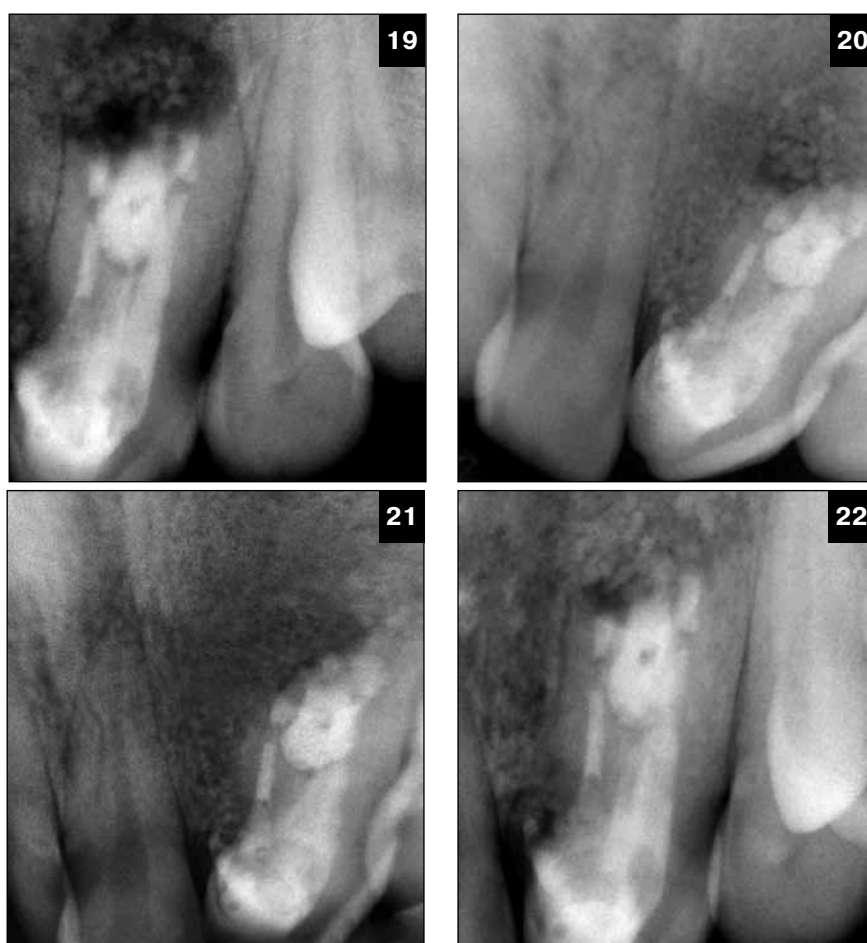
Прицельная рентгенография в первые сутки (19), через 2 месяца (20), через 4 месяца (21) и через 6 месяцев (22) после операции
